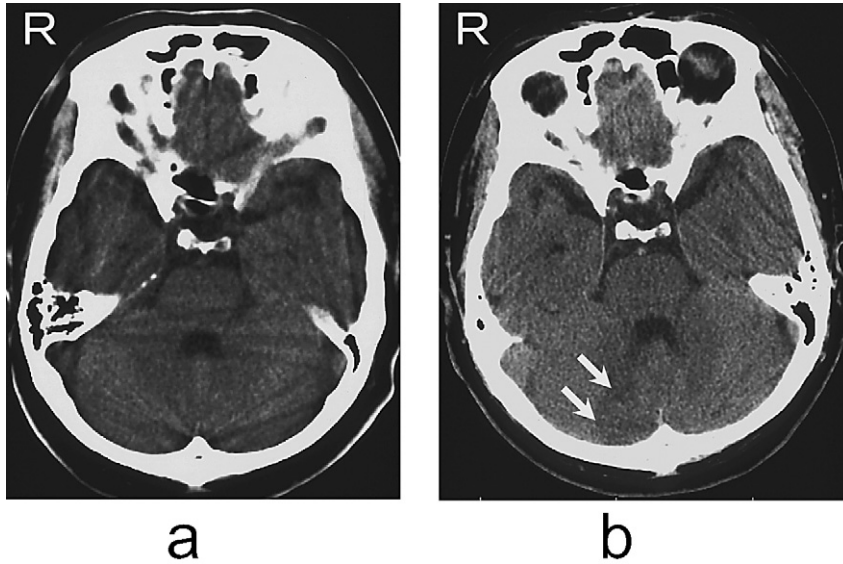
症例1 頭部 CT a 発症約1時間後（初診時） b 発症10日後
